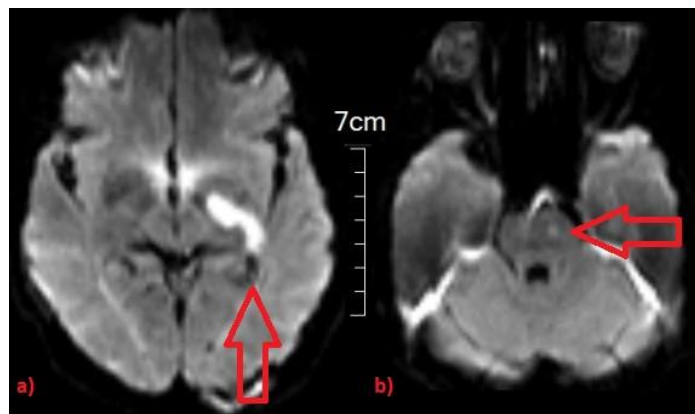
En imagen por resonancia magnética, en las secuencias de difusión, se observa restricción a la difusión en territorio de arteria coroidea anterior izquierda (a) y en territorio basilar en la protuberancia (b).
